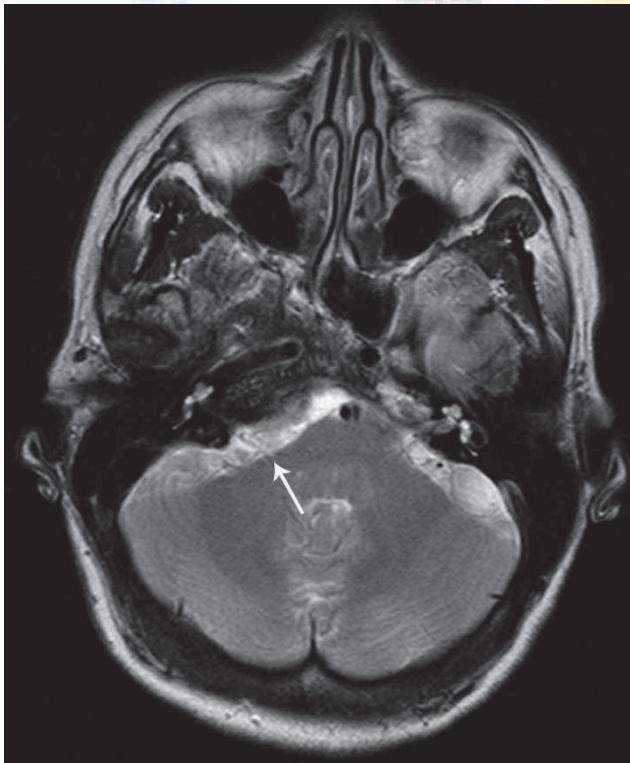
RM axial potenciada en T1 en la que se evidencia estenosis del CAI (flecha blanca).
